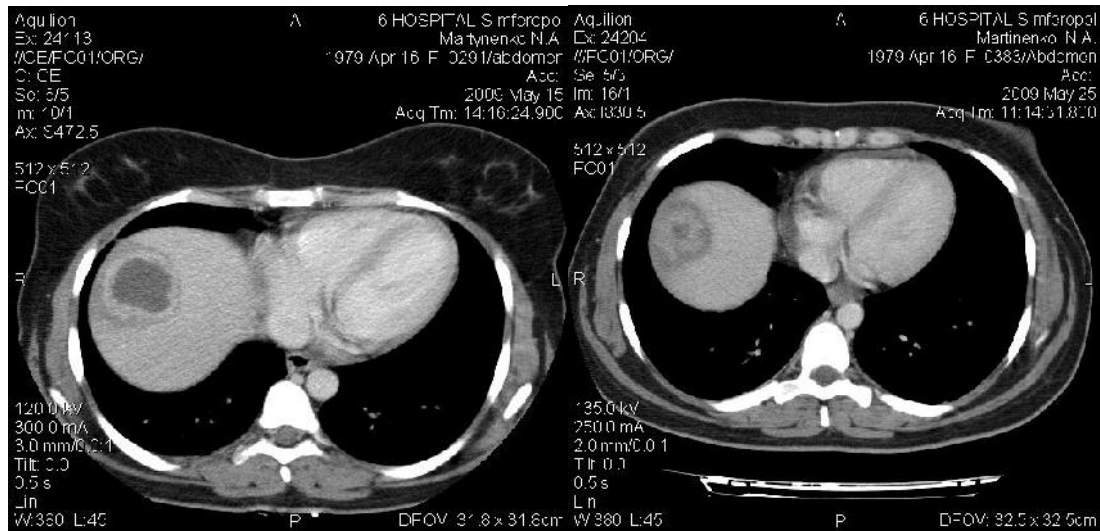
Томограммы больной М., 30 лет. Абсцесс VIII сегмента печени. Слева – до лечения, справа – после пункционной санации под контролем УЗИ (остаточная полость абсцесса).
